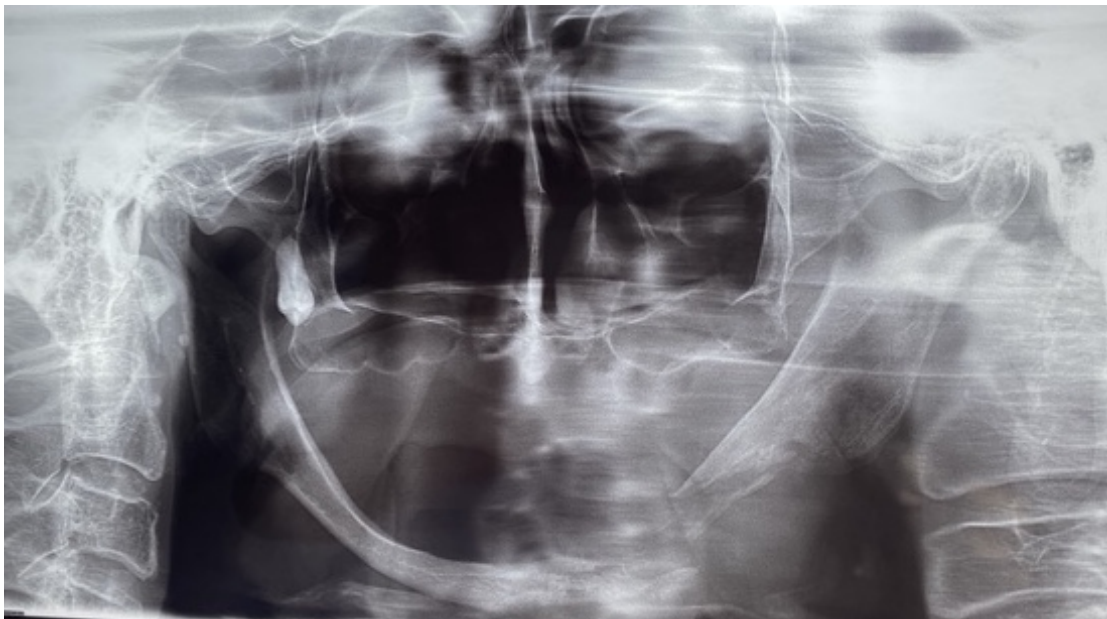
Radiografía panorámica inicial.
